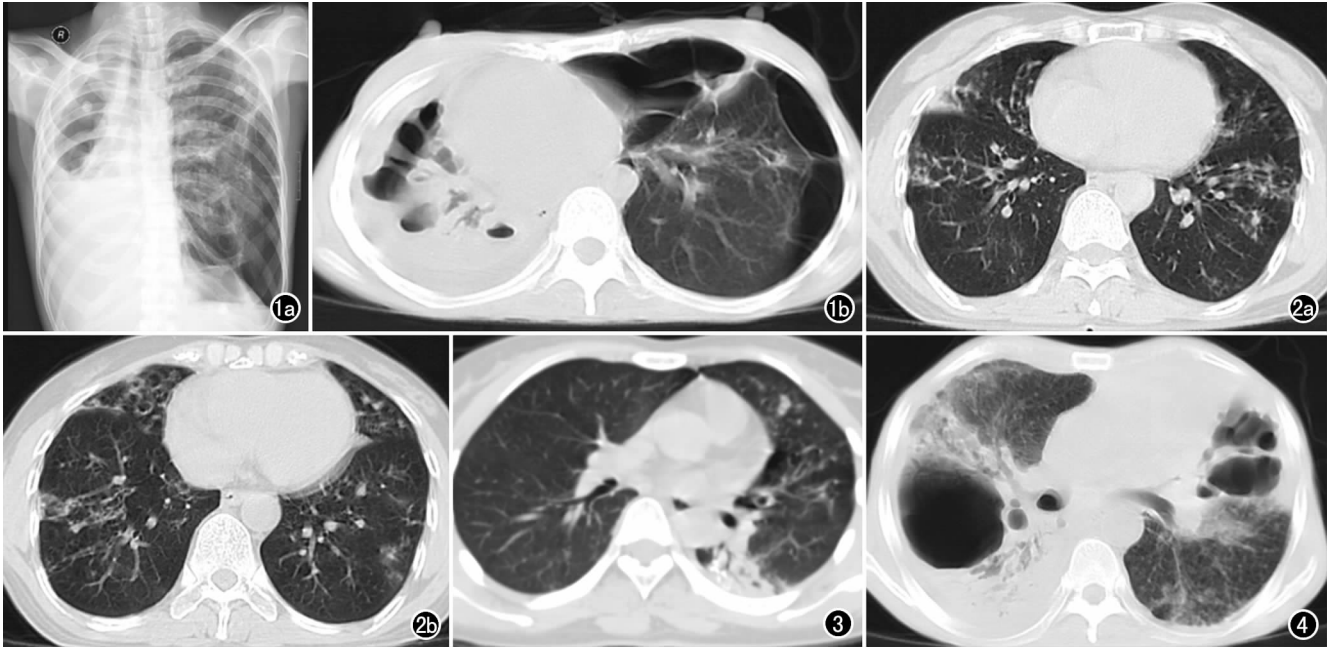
MAB 肺部感染。a) X 线片示两肺斑片、索条状模糊影,伴有实变、空洞、右肺体积缩小,左侧气胸; b) CT 示右肺下叶实变伴空洞、体积缩小,左侧气胸。 图 2 MAB 肺部感染。a) 两肺多个直径不等小结节,右肺中叶、左肺下叶可见部分区域支气管扩张; b) 右肺中叶可见部分区域囊状支气管扩张。 图 3 左肺下叶实变,体积缩小,两肺均可见大小不等结节。 图 4 右肺下叶、左肺舌段实变内可见空洞形成,周边可见多发结节影。
